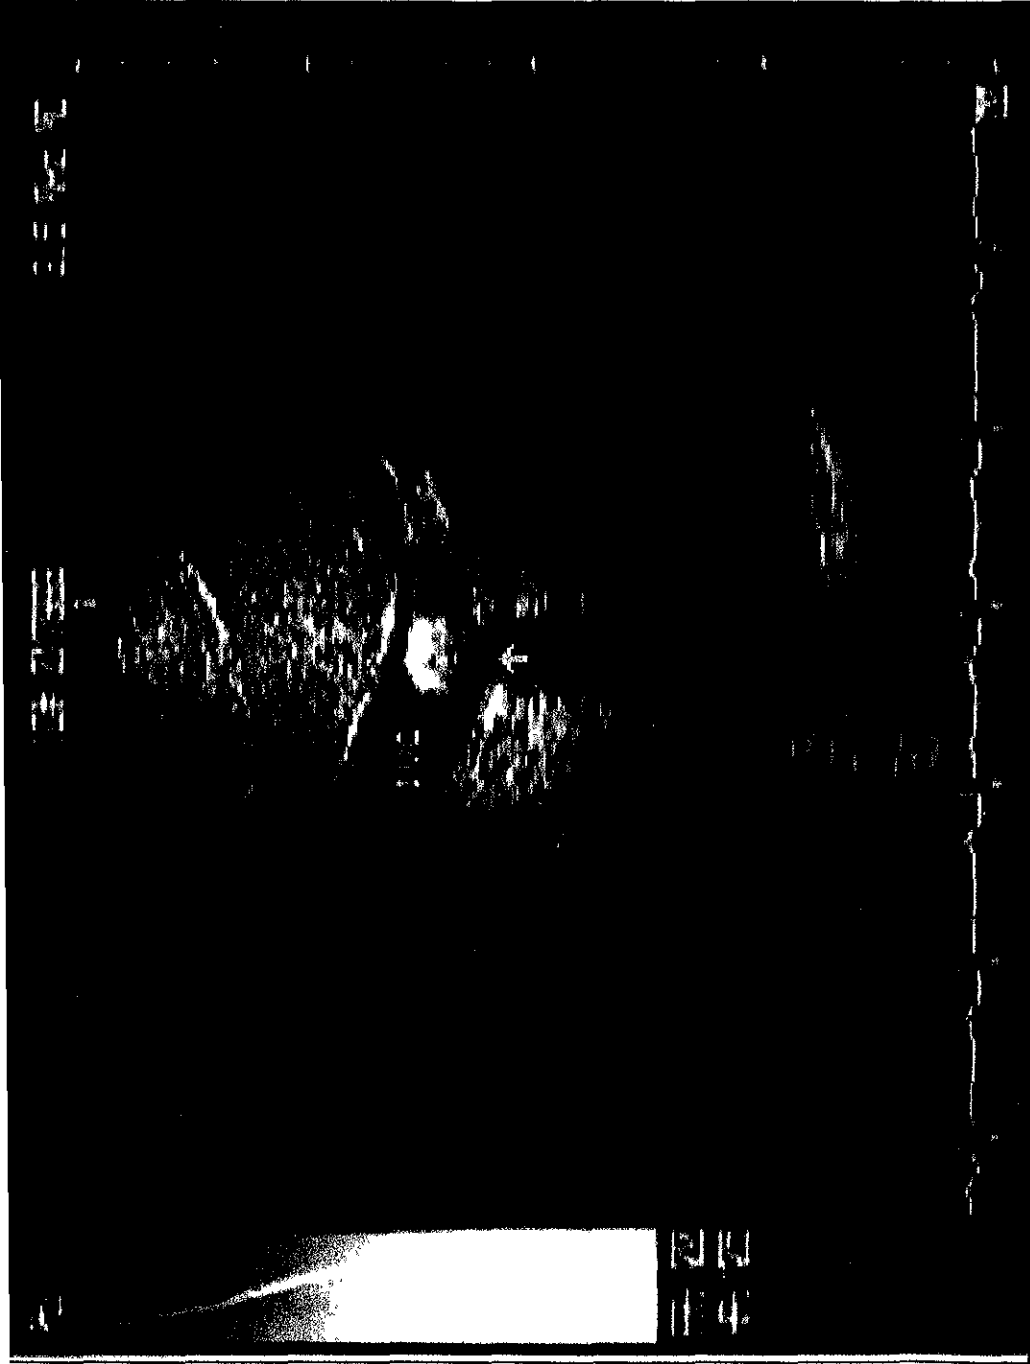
Ecocardiograma transefágico con las cuatro cámaras. Se visualizan trombos pediculados en el atrio derecho (flechas). La relación VD/VI es menor de 2:1. LA: Aurícula izquierda; LV: Ventriculo izquierdo; RV: Ventriculo derecho.
